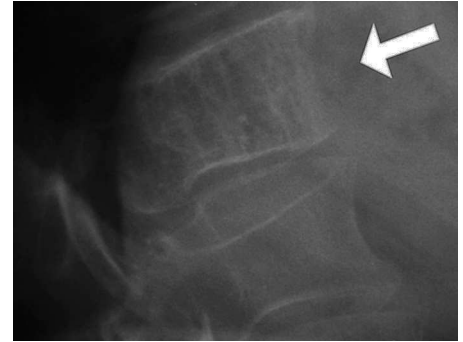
Radiografía en proyección lateral.
